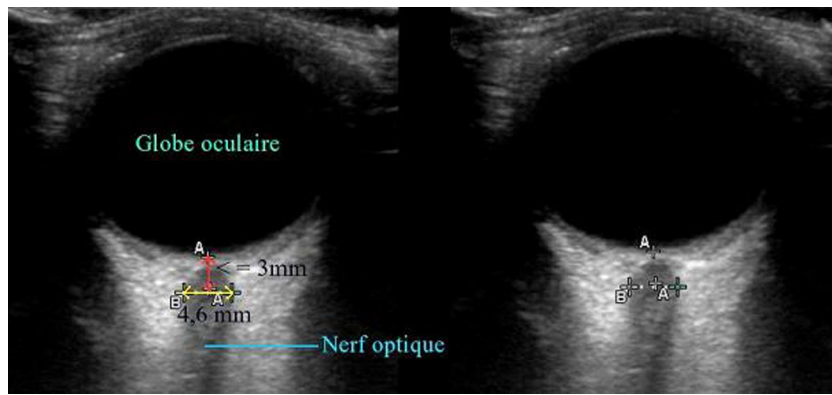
Échographie du diamètre de l'enveloppe du nerf optique (DENO) en mode 2 dimensions chez un patient sans hypertension intracrânienne ; on visualise le globe oculaire et le nerf optique entouré de l'enveloppe du nerf optique ; avant d'effectuer la mesure il faut placer le premier curseur sur le pôle postérieur (A), placer le deuxième curseur 3 mm en arrière parallèlement à l'axe longitudinal du nerf optique (double flèche rouge) ; la mesure s'effectue perpendiculairement à l'axe du nerf optique en plaçant les curseurs (B) sur les limites externes de l'enveloppe du nerf optique 3 mm en arrière du pôle postérieur (double flèche jaune ; 4,6 mm).
